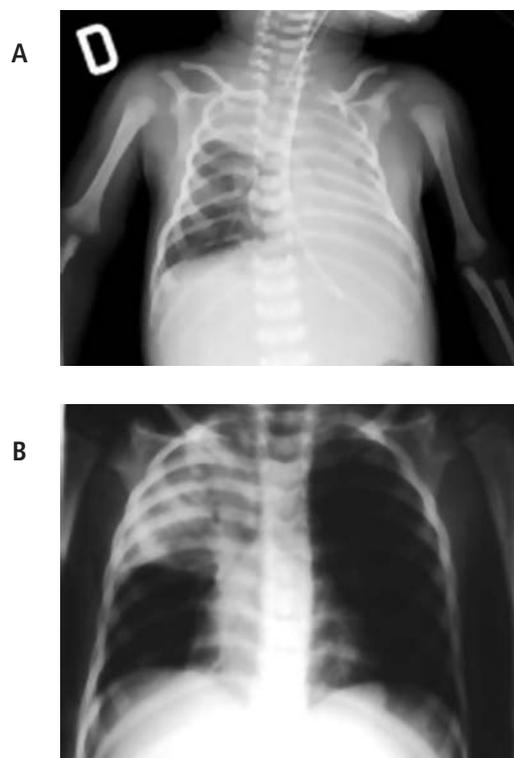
Radiografia de tórax com lesão pulmonar unilateral (LPU). A. Lactente sob ventilação pulmonar mecânica devido a lesão pulmonar no hemitórax esquerdo e lobo superior direito. B. Lactente com lesão pulmonar em lobo superior direito com hiperinsuflação pulmonar à esquerda devido a pressão positiva.
